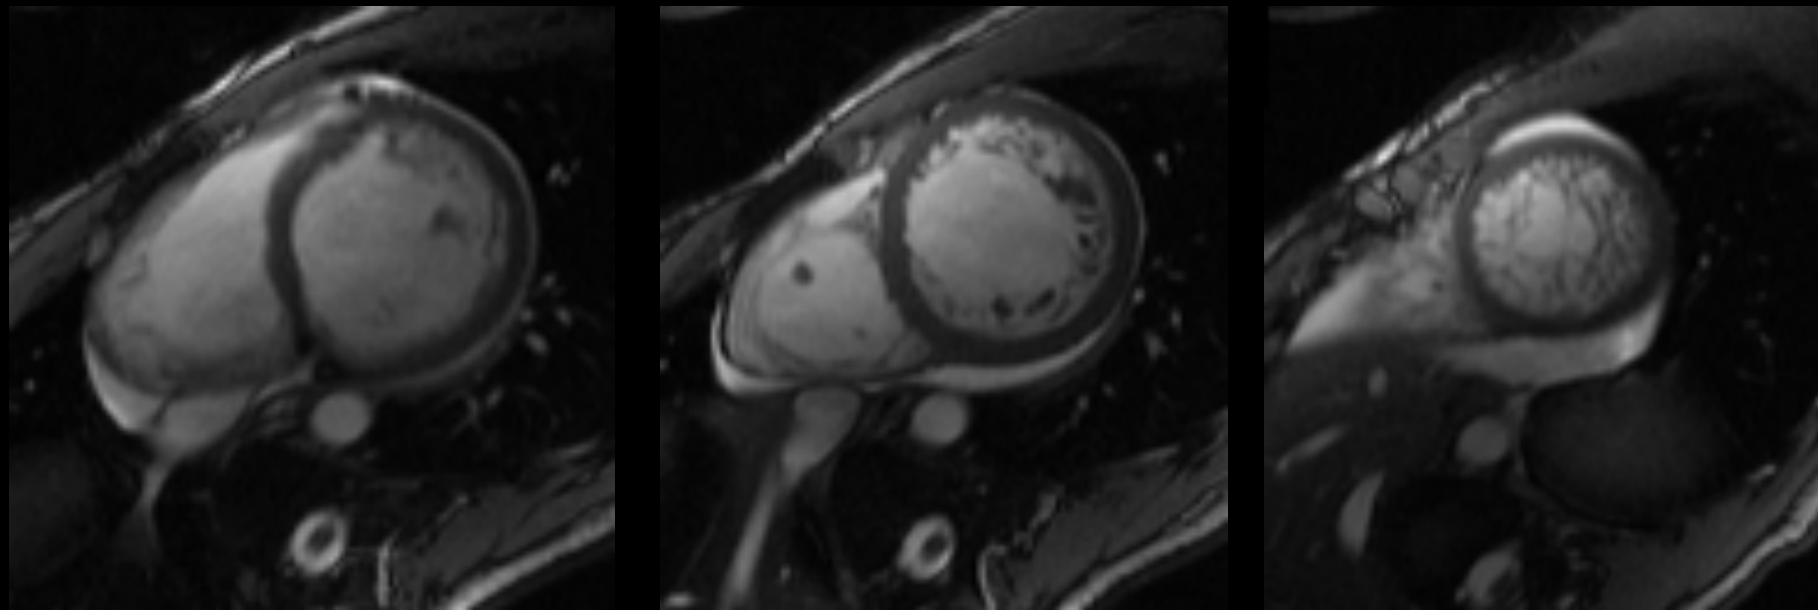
RM cardiaca secuencia sangre blanca multifase, en eje corto de los niveles basal, medio y apical en diástole: El área de no compactación afecta predominantemente a los segmentos apicales, respetando los segmentos basales. Cavidades cardiacas aumentadas de tamaño.
